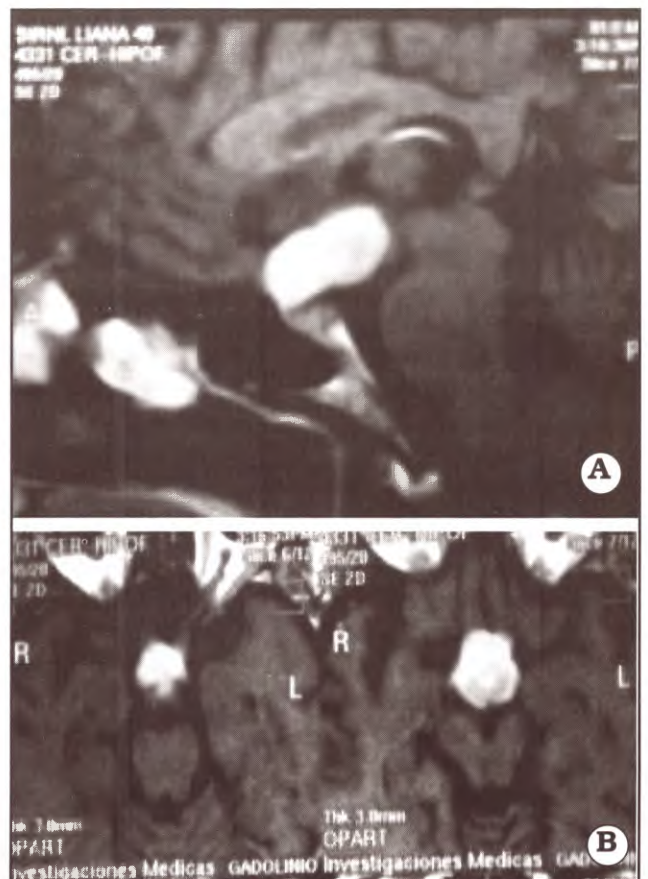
2002, IRM que evidencia una progresión de la lesión.
